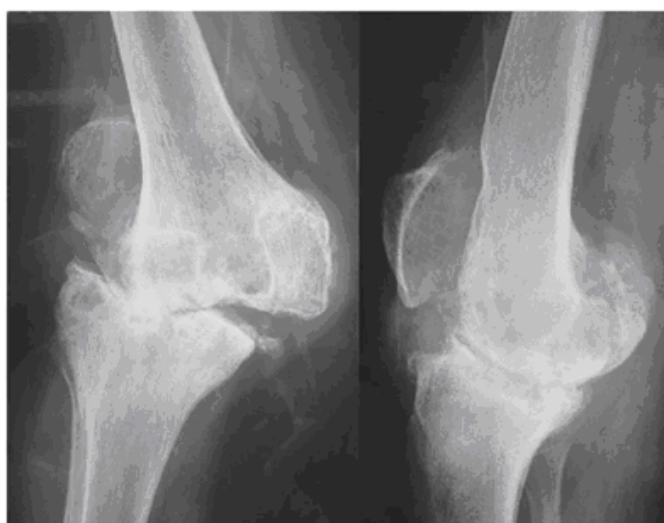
Radiografias em AP e Perfil de um joelho com osteoartrite no estágio IV da classificação de DEJOUR *et al.* (1991) (extraído de ALBUQUERQUE *et al.*, 2008).
